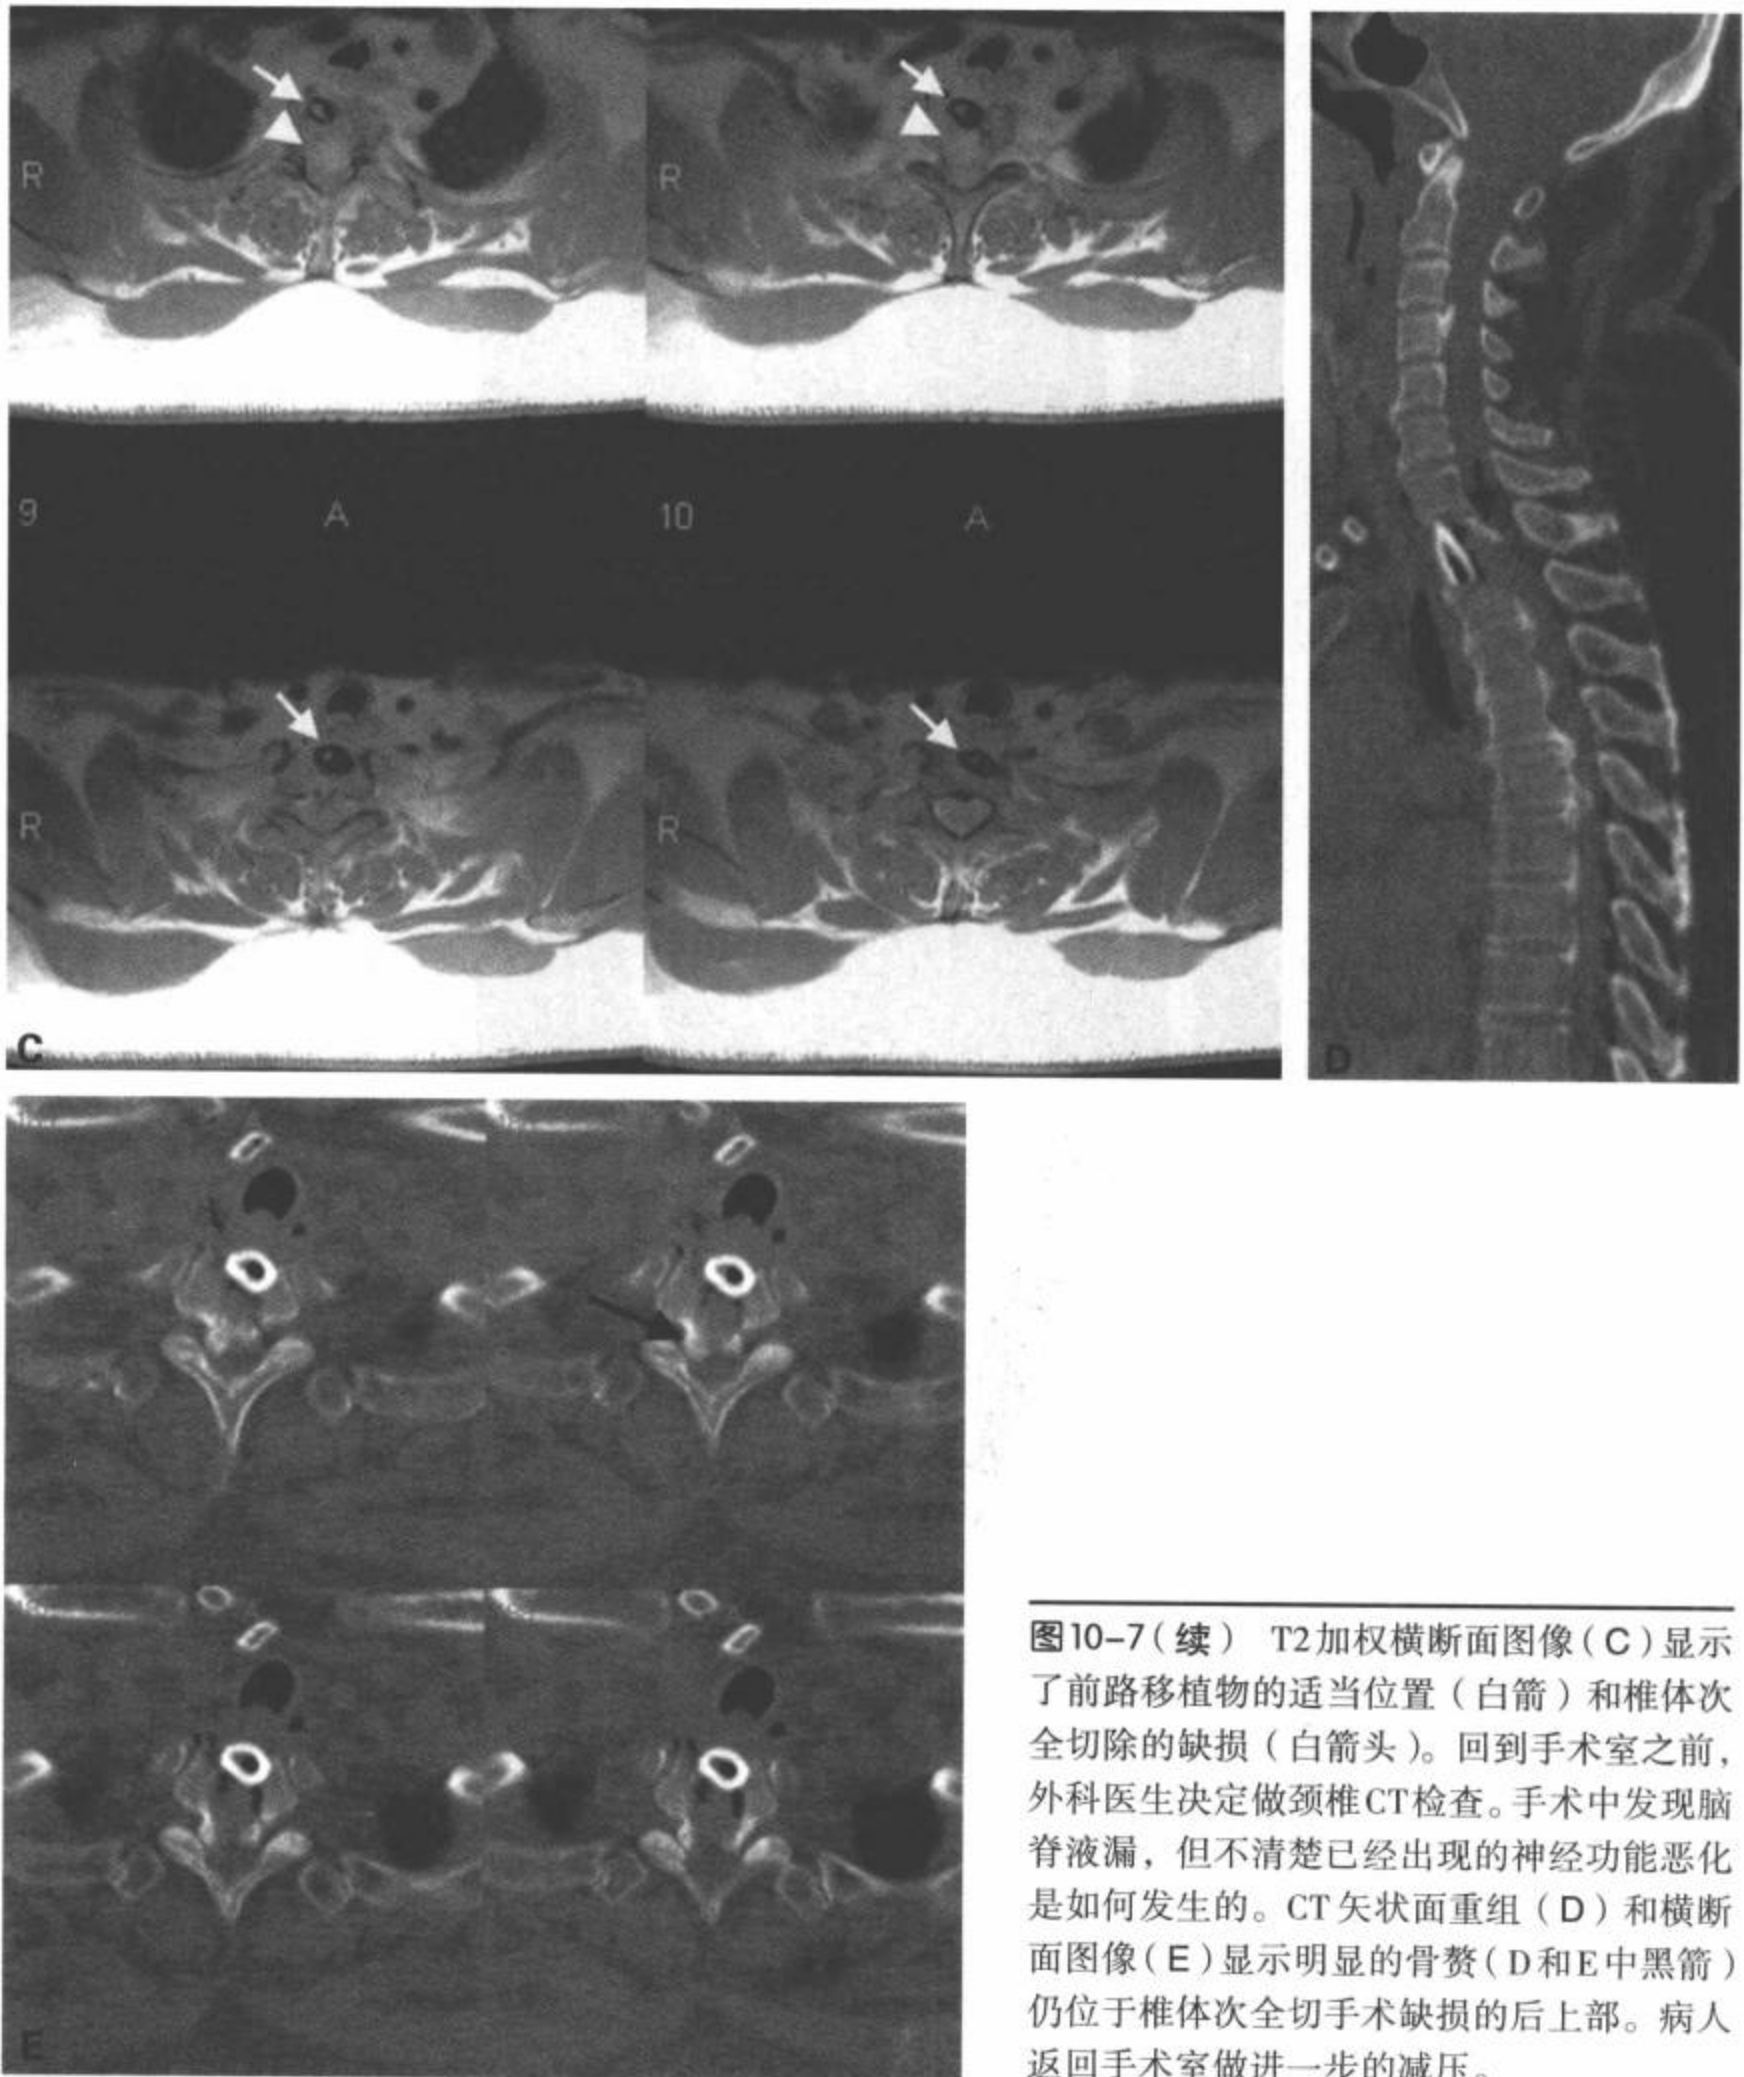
(续) T2加权横断面图像(C)显示了前路移植物的适当位置(白箭)和椎体次全切除的缺损(白箭头)。回到手术室之前,外科医生决定做颈椎CT检查。手术中发现脑脊液漏,但不清楚已经出现的神经功能恶化是如何发生的。CT矢状面重组(D)和横断面图像(E)显示明显的骨赘(D和E中黑箭)仍位于椎体次全切手术缺损的后上部。病人返回手术室做进一步的减压。
